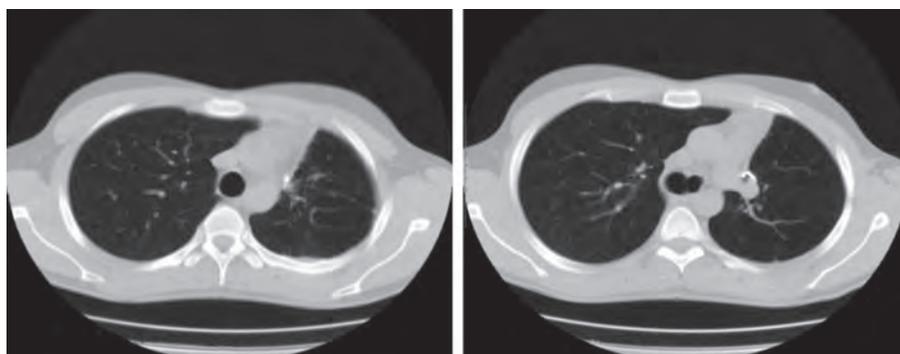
МСКТ ОГК от 24.08.2018
